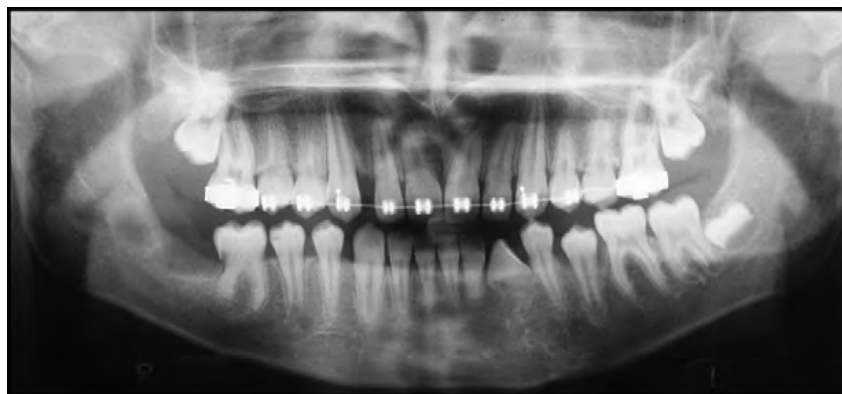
(13) Radiographie panoramique montrant chez un enfant de 12 ans une canine mandibulaire gauche ayant fait son éruption malgré l'absence de racine.
